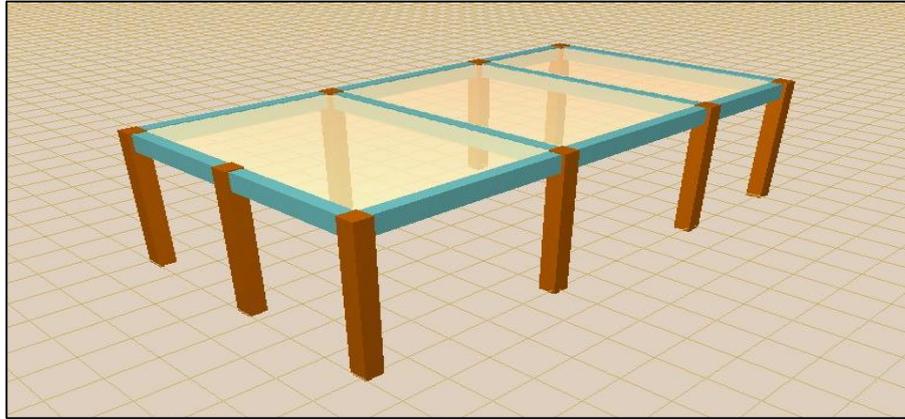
Bloque Tomografía
